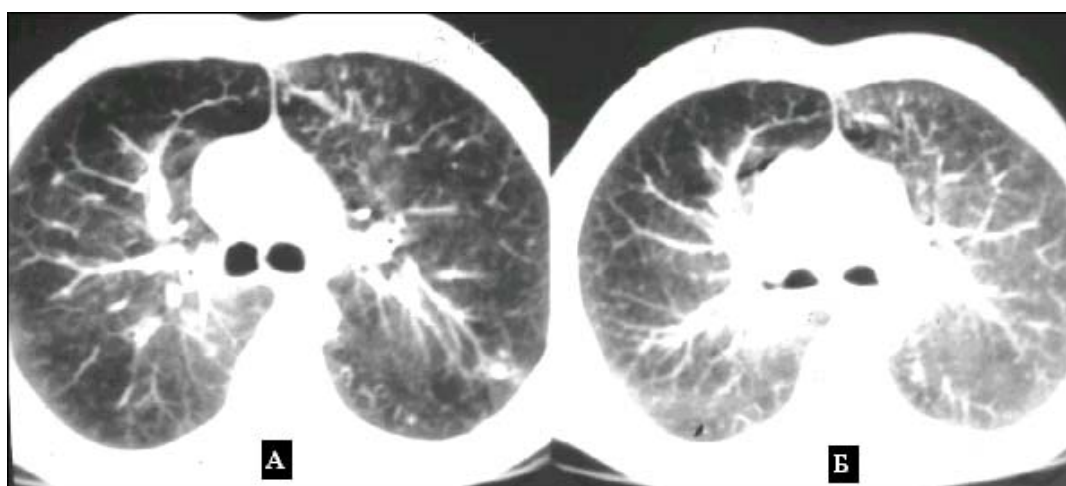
КТ грудной клетки в полярные фазы дыхания, аксиальный срез на уровне бифуркации трахеи.
